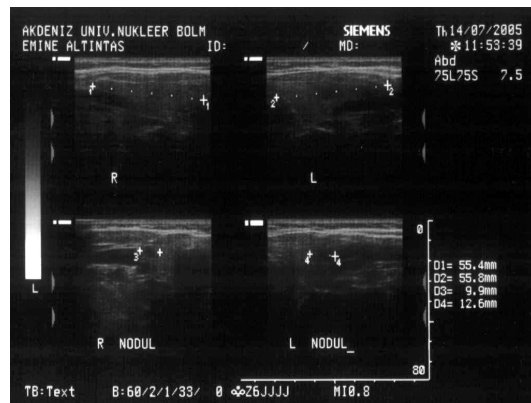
Ötiroid MNG, olgu 16. Sintigrafide (a) sol lob süperiorda hiperaktif nodül, sağ lob orta kesimde, isthmus komşuluğunda, sol lob inferiorda hipoaktif nodüller, USG'de (b) sağ lob orta kesimde 11x11x8mm, inferiorda 27x12x21mm boyutlarında, sol lob süperiorda 13x10x8mm boyutlarında, orta kesimde 22x13x13mm ve 14x12x12mm , inferiorda 26x22x19mm boyutlarında nodüller izlendi.
